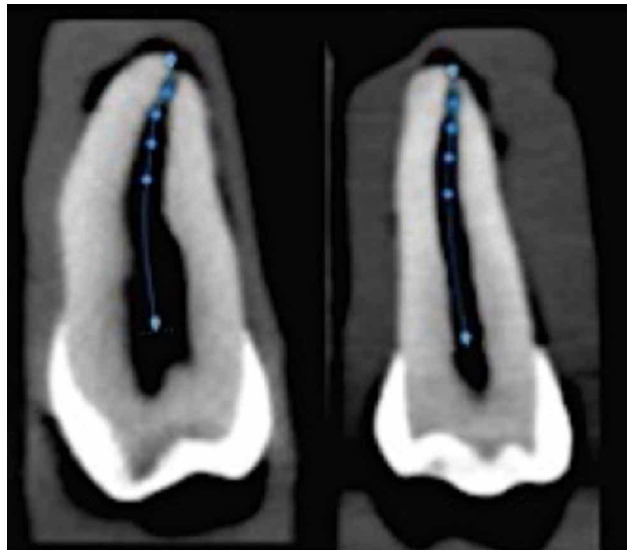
Anatomía de Conductos de diente nº 18 analizado con Software 3D endo mediante CBCT
